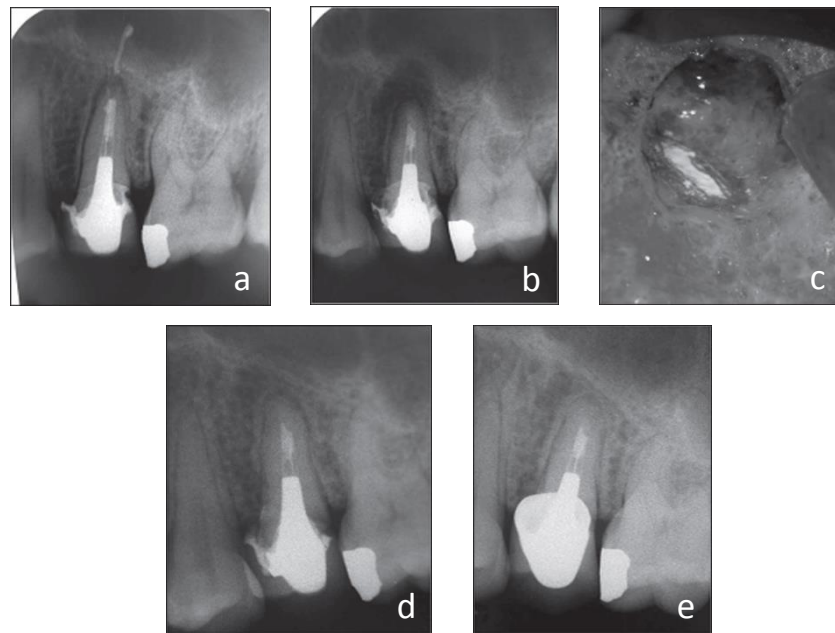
Obturation *a retro* de 25 avec du Biodentine™. (a) Radiographie pré-opératoire, (b) post-opératoire, (c) observation à fort grossissement de l'obturation, (d) contrôle à 6 mois et (e) à 2 ans (Caron *et al.*, 2014).
